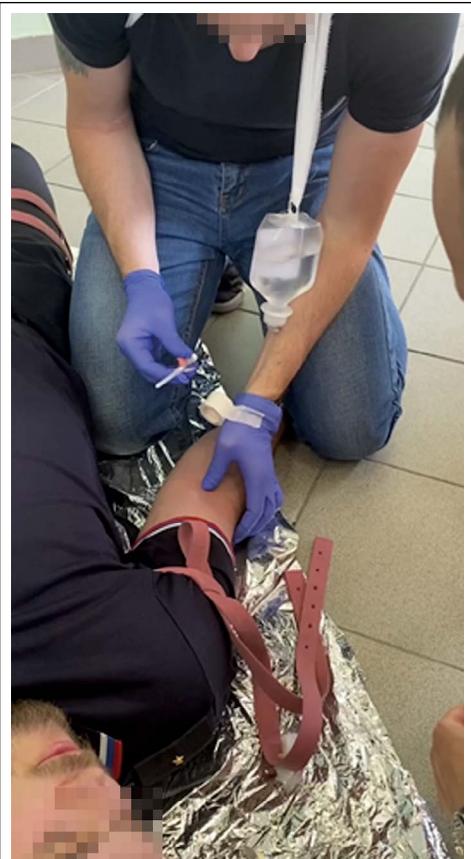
Отработка санитарными инструкторами навыка установки периферического катетера и системы для внутривенного вливания инфузионных растворов.
